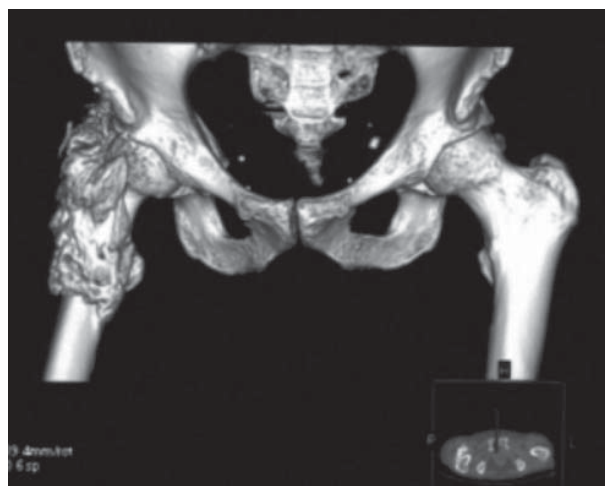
CT 3-D reconstruction of the ossifications from the Fig. 4 demonstrates the extension of bony bridges at the right hip joint
